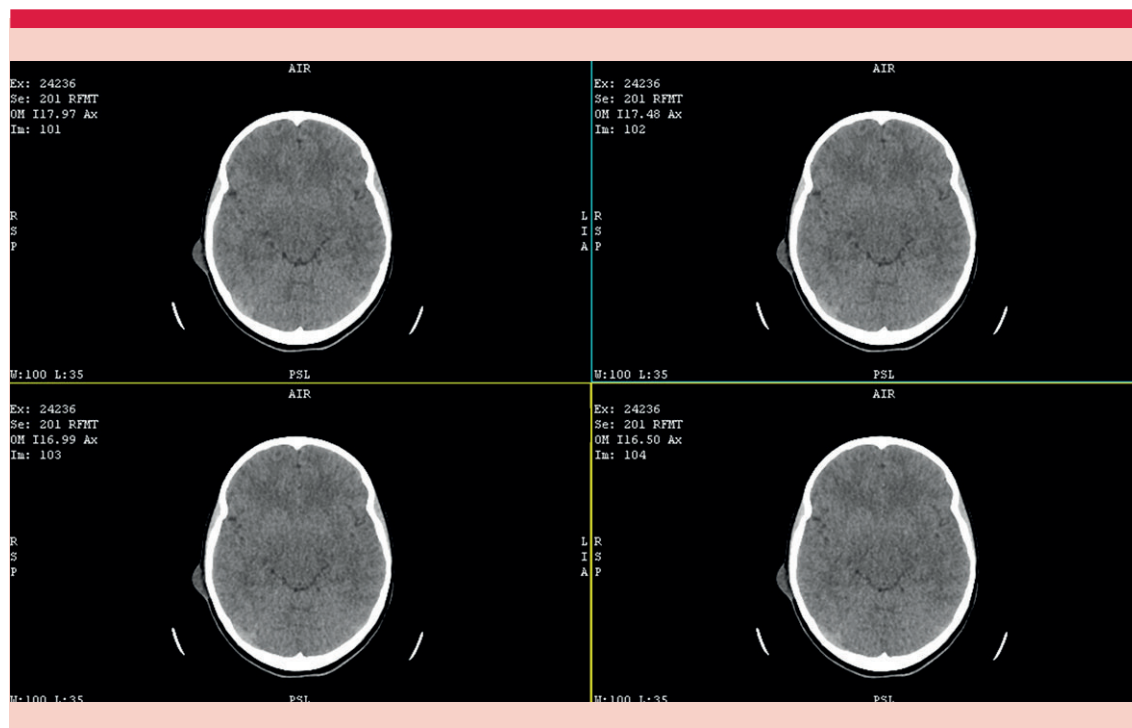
Tomografía axial computada simple de cráneo.
